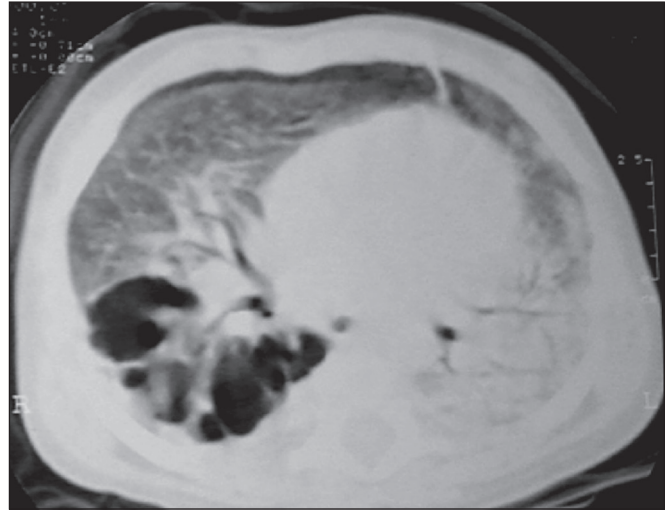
Lactente, três meses. TC com janela para parênquima pulmonar demonstrando lesões bolhosas, de características expansivas, no lobo inferior direito. Consolidação com componente atelectásico no lobo inferior esquerdo. Nota: Presença de artefatos de movimentos respiratórios na região retroesternal.
